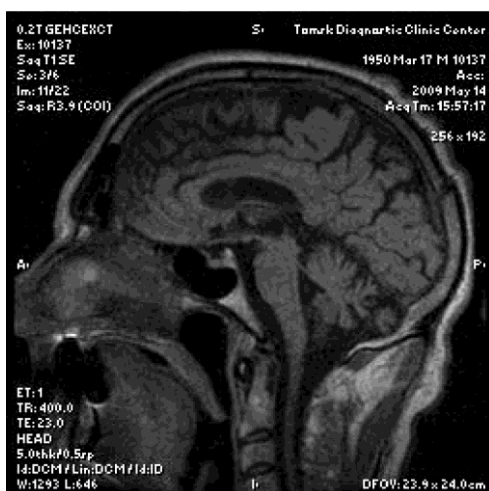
МРТ головного мозга больного Т. Дегенерация мозолистого тела: равномерно истончены все отделы. Выраженная атрофия коры лобно-теменной и затылочной долей
